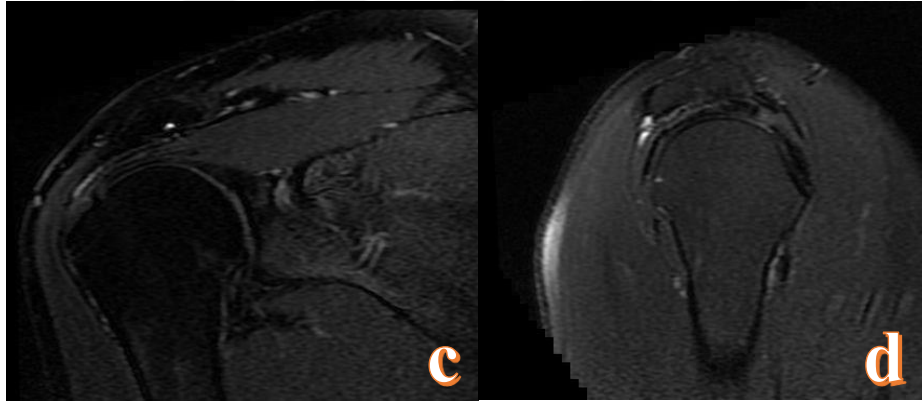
A.B.C.D. Örnek hasta 2, 44 y, kadın, Supraspinatus tam kat yırtığının (a) L coronal T2 MRI ve (b) L sagittal T2 MRI görüntüleri. (oklar ile işaretli alan arasındaki bölge). Ameliyat sonrası (c) L coronal T2 MRI ve (d) L sagittal T2 MRI görüntüleri supraspinatus tendon devamlılığı görülmekte. . L Sagittal T1 MRI görüntülerinde ameliyat öncesi (e) ve sonrası (f) supraspinatus kasının supraspinatus fossada kapladığı alan %55 - %55 görülmekte. Ameliyat esnasında (g) yırtığın belirlenmesi ve (h) onarım sonrası artroskopi görüntüleri.
